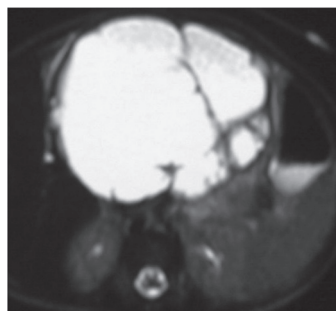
a Axial T2-weighted MR image demonstrated a lobulated hyperintense cystic mass with septations. 4b The mass is hypointense on axial T1 weighted MR image. 4c There was no obvious enhancement in postcontrast axial T1 weighted images.
